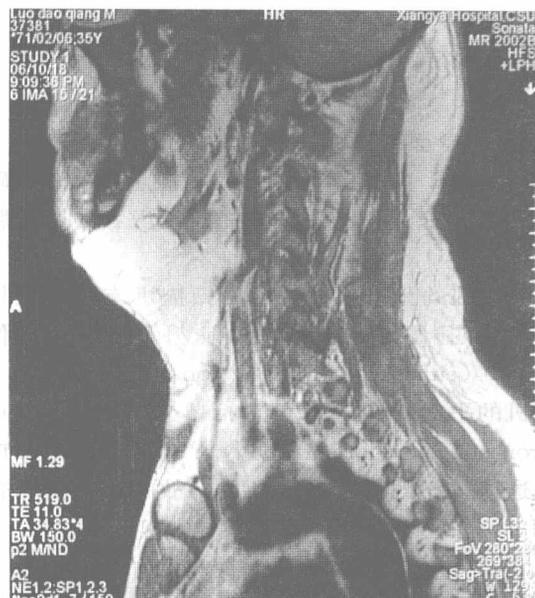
颈部 MRI 点状位示右侧脂肪瘤
